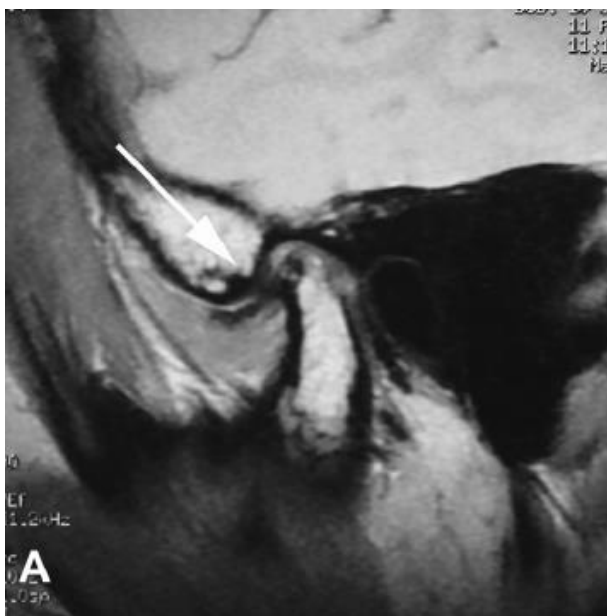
Imagen de RM en secuencia T1 donde se pueden apreciar los diferentes signos de degeneración articular: osteofito, cambios en la morfología condilar y alteración de la señal de la médula ósea del cóndilo (91).
